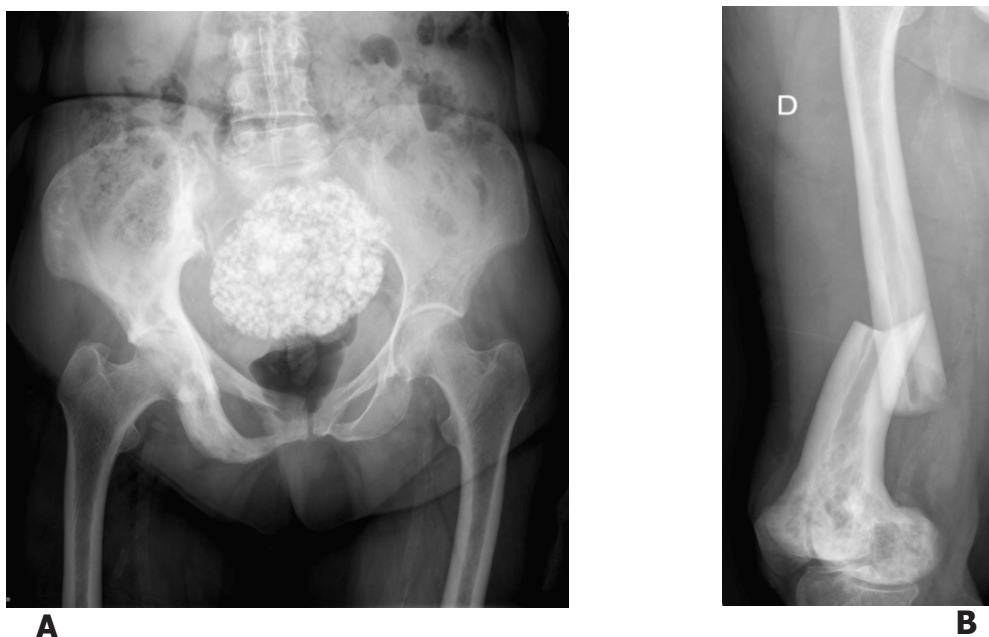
A. Radiografía AP pelvis donde podemos observar cambios óseos compatibles con la enfermedad de Paget. B. Radiografía anteroposterior de fémur derecho que presenta fractura transversa de tercio distal de fémur.
